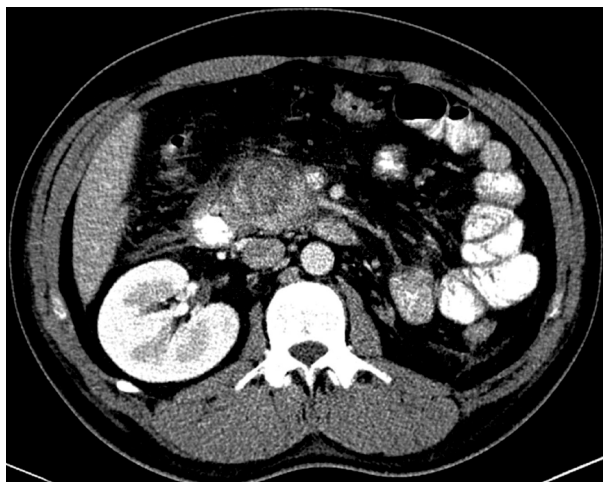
МСКТ с болюсным контрастированием у пациента с панкреонекрозом. Поздняя артериальная фаза, аксиальные срезы
